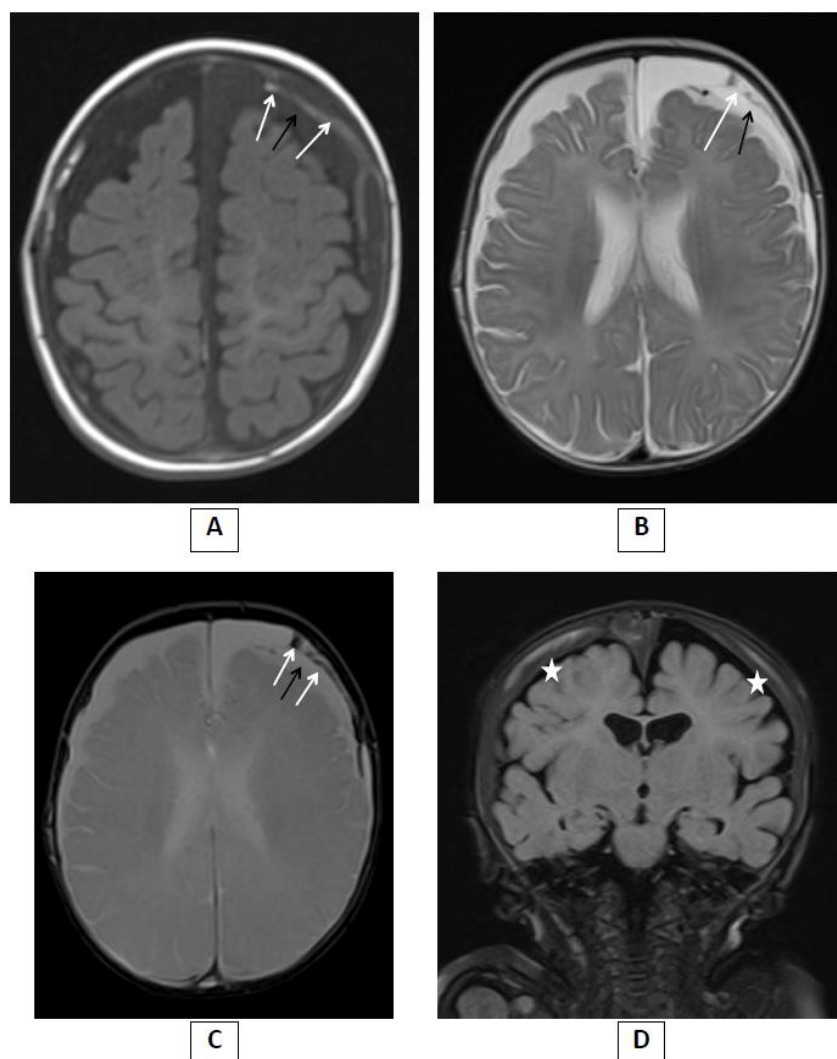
Aspect IRM de saignements d'âges différents.
